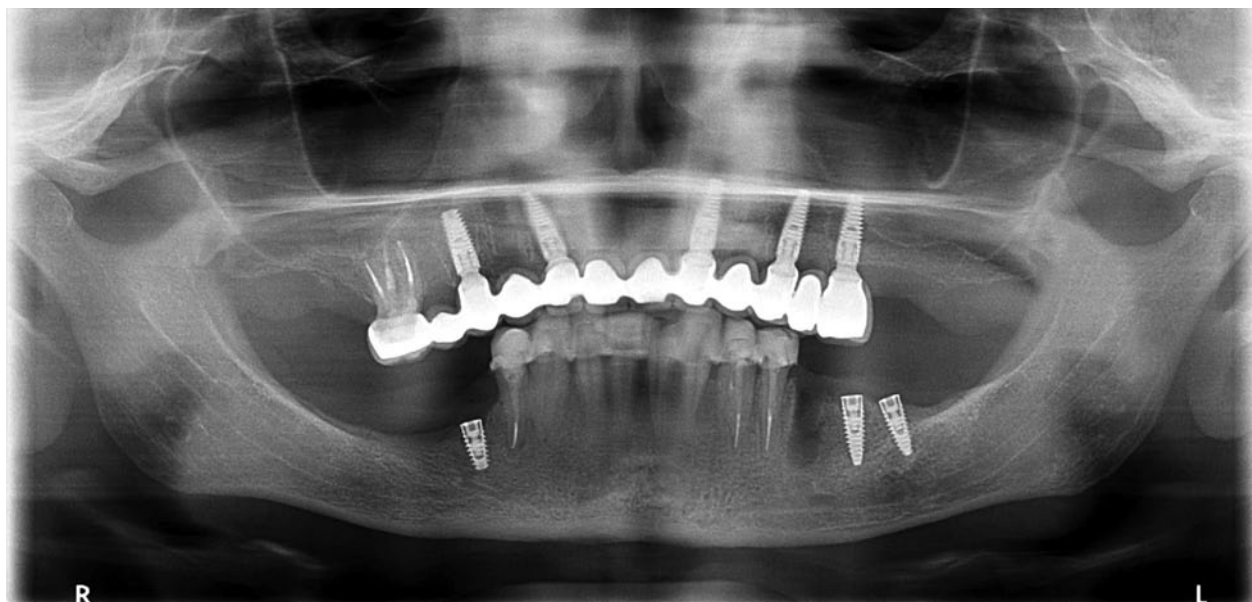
Panoramic x-ray with temporary upper bridge and implants in lower jaw
